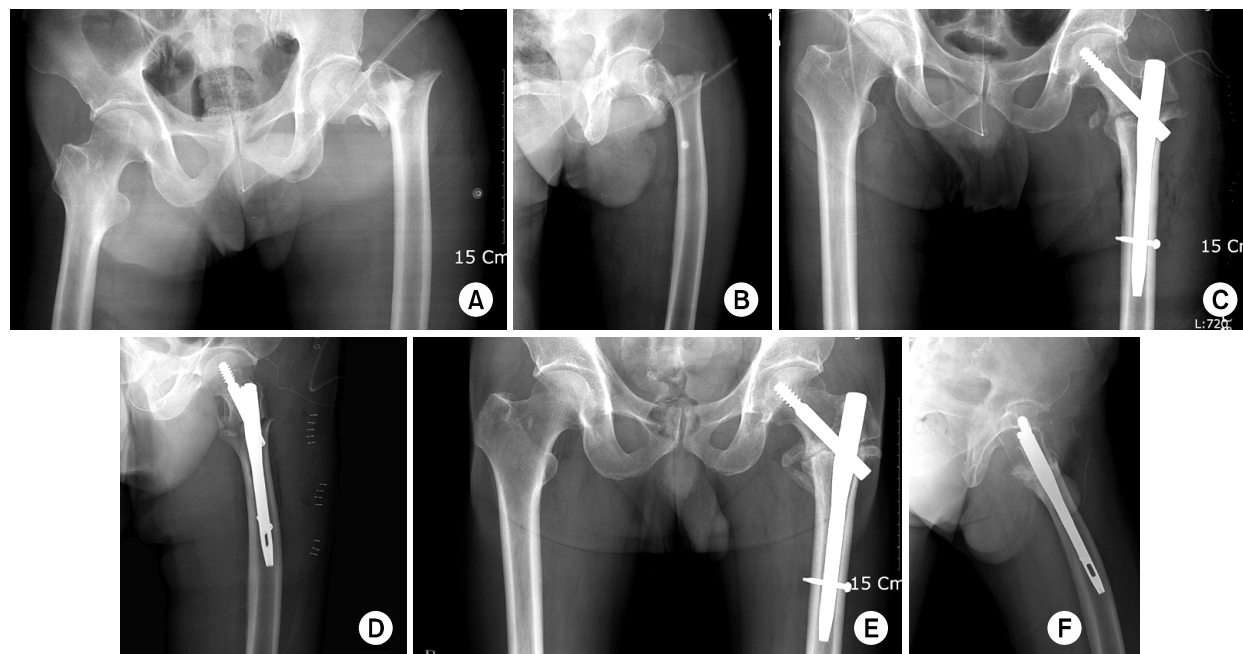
(A, B) Initial radiograph in 76-year-old man shows unstable intertrochanteric fracture according to EVANS classification.
